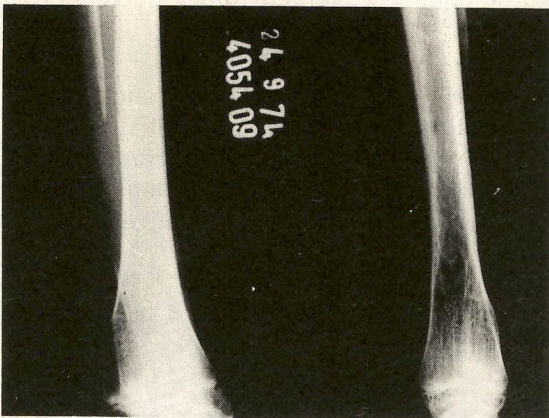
Radiografia após a 2ª cirurgia.
